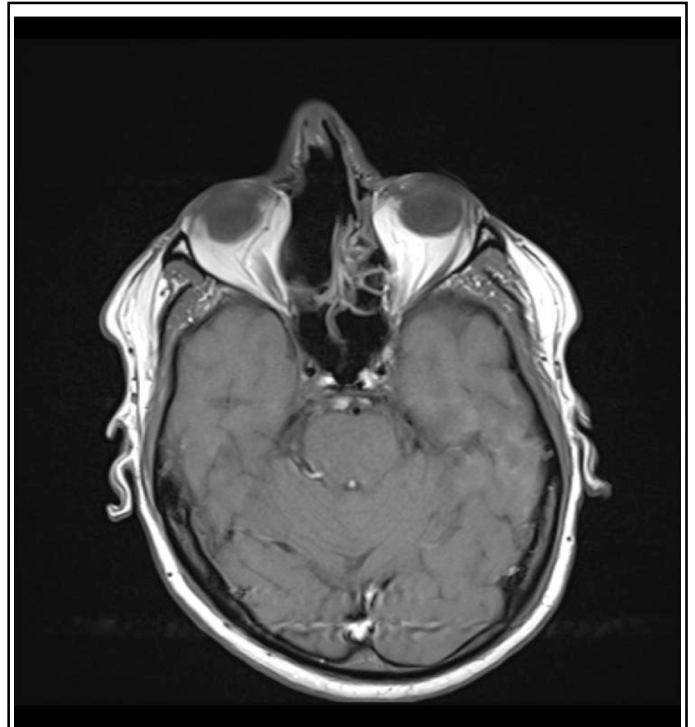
IRM pondérée T1 dans le plan transversal démontrant la destruction partielle du labyrinthe ethmoïdal droit et du septum nasal.
